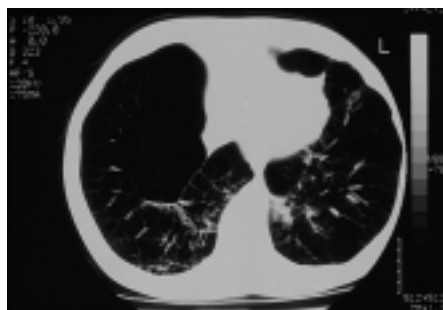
Computertomographie des Thorax: basal betontes Lungenemphysem mit Zerstörung des Lungenparenchyms, rechts stärker ausgeprägt
